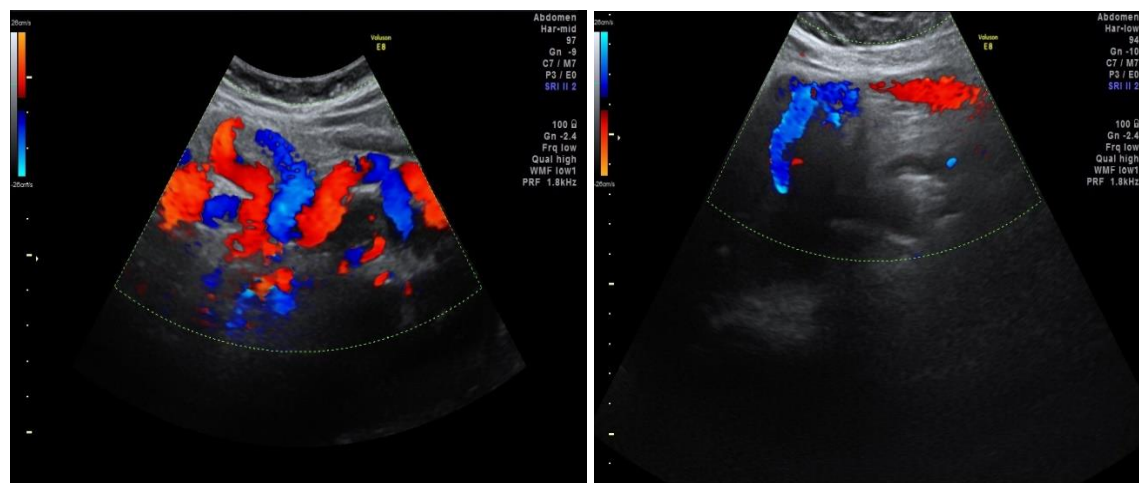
Asocierea colateralelor splenorenale și a venei ombilicale recanalizate – aspect ecografic
